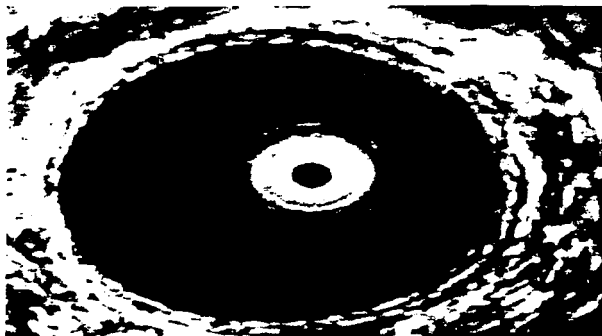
Imagen normal de ultrasonido endoscópico transrectal.
